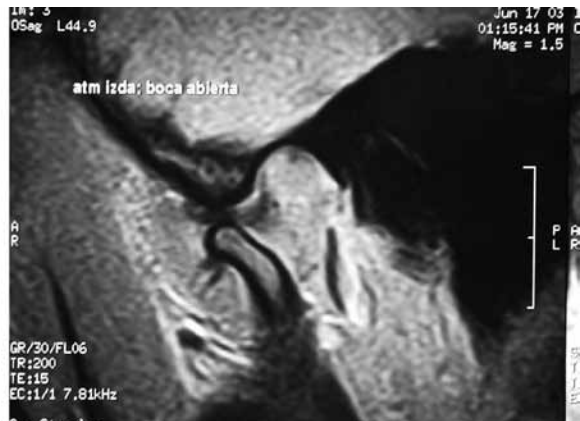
Resonancia magnética de un Paciente con luxación disco-condilar con reducción.
